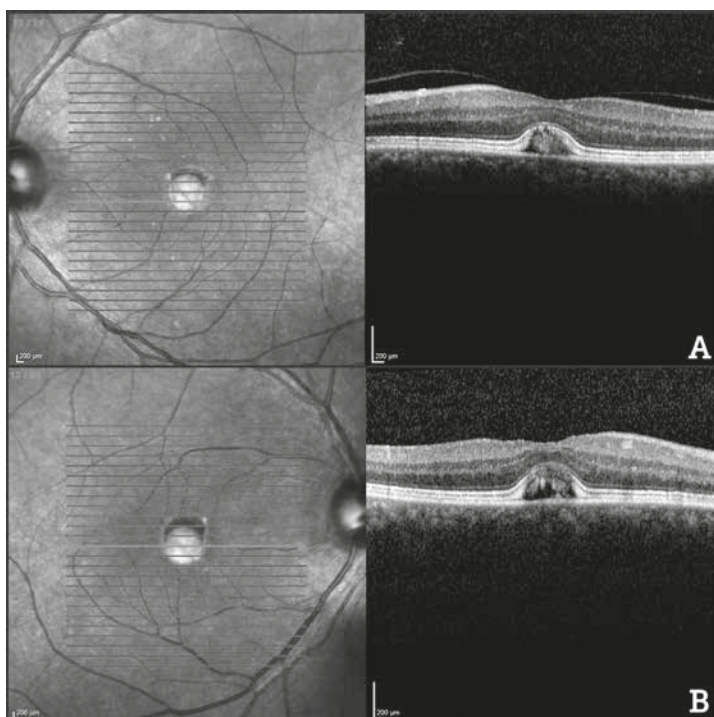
Tomografía de coherencia óptica caso 2. A. Ojo derecho en el que se aprecia acúmulo hiperreflectivo subfoveal, epitelio pigmentario prácticamente íntegro y adelgazamiento de las capas externas. B. Ojo izquierdo con mayor acúmulo de pigmento subfoveal y afectación de la retina neurosensorial.
